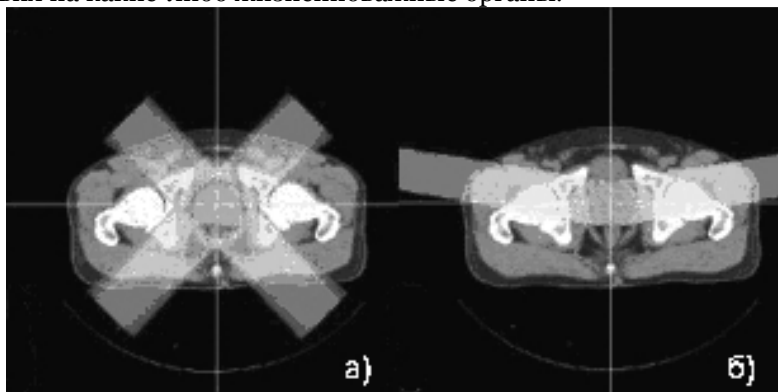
Сравнение двухпучковой радиотерапии: а – рентгенотерапия; б – протонная терапия.
